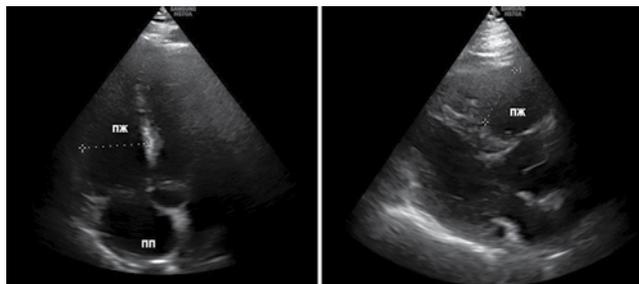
Эхокардиограммы пациента при поступлении, апикальная четырехкамерная позиция (слева) и парастеральная позиция по длинной оси (справа): дилатация правых отделов сердца
